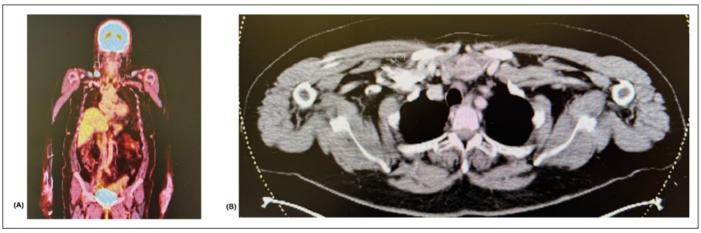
Estudios de etapificación. (A) PET CT (B) TC cervical corte axial. En ambos se evidencia adenopatía cervical marcada con flecha blanca.
